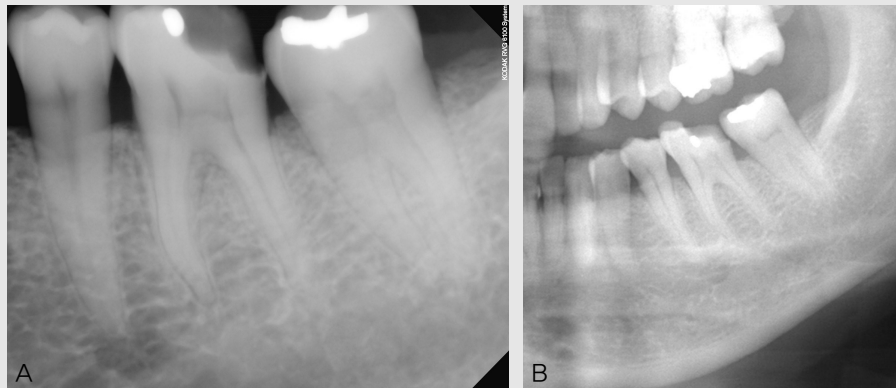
정상구조물 중첩 A.치근단방사선사진에서 하악좌측제2소구치 치근단 병소로 의심되는 방사선투과상이 보임. B.파노라마 방사선사진에서는 수직각도의 차이로 방사선투과상이 치근단과 분리되어, 방사선투과상은 이공(mental foramen)으로 진단됨.
